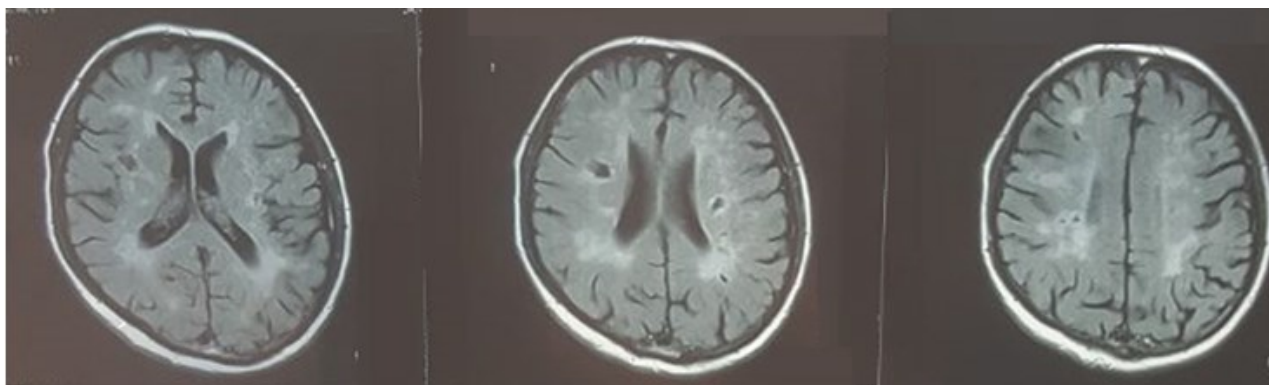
МРТ пациентки А., 24 лет (2022 г.).
